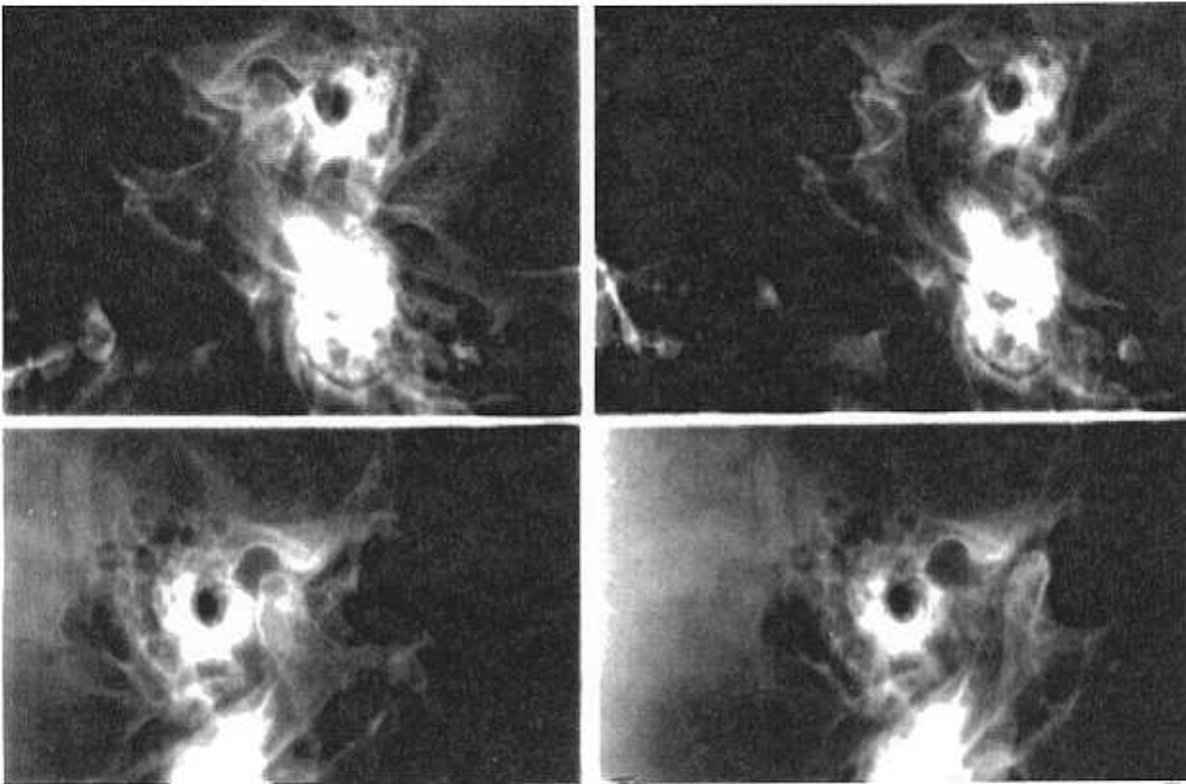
Radiografía transcraneal lateral oblicua: ATM derecha e izquierda a boca cerrada y abierta.
